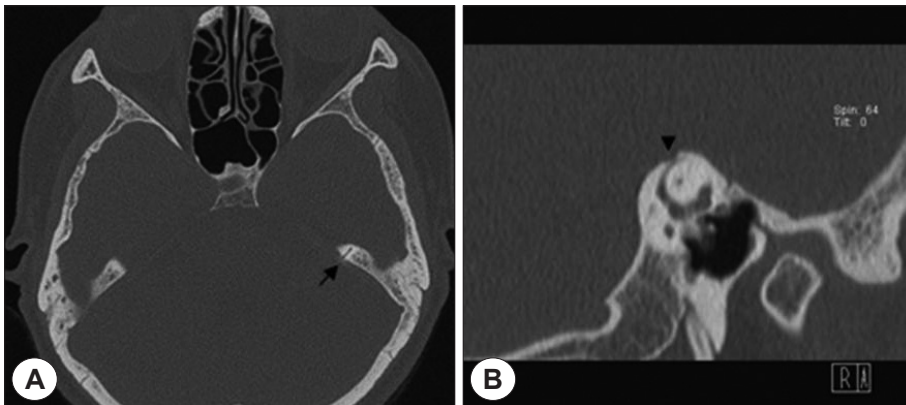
A : Axial image from thin-section transverse CT examination shows left SSCD along posterior groove formed by superior petrosal sinus (arrow). B : Same patient Plane of Pöschl also shows dehiscence at the superior petrosal sinus (arrow head).
